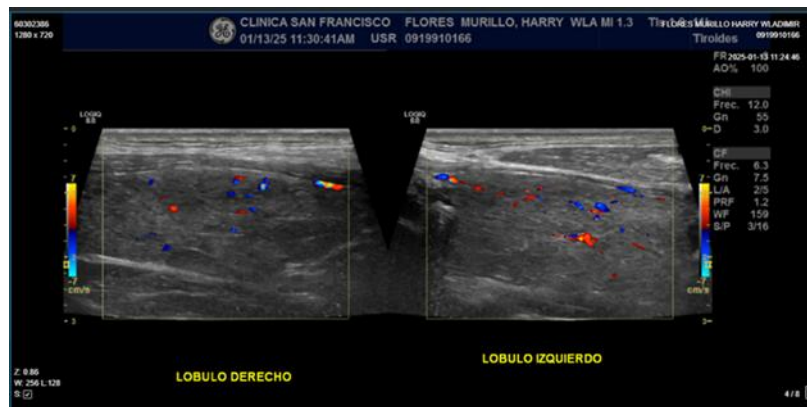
Ecografía Tiroidea Lóbulo Derecho
